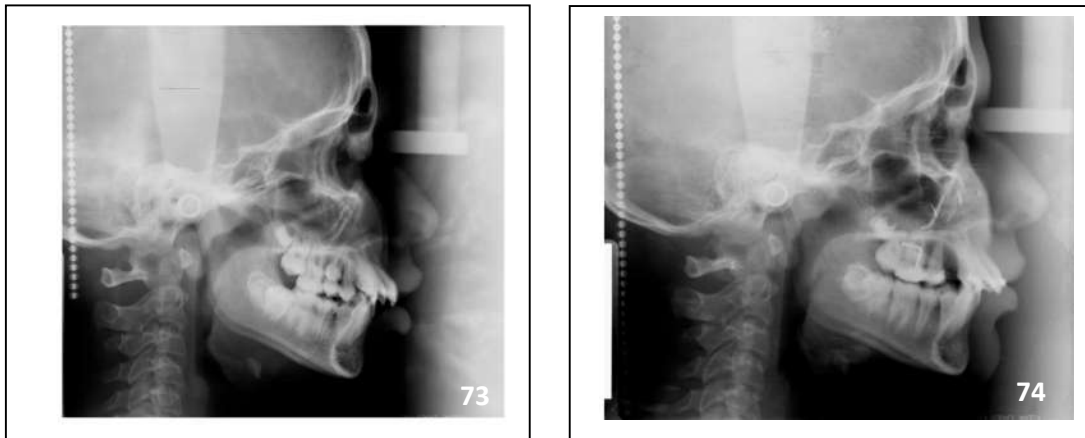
Radiografías lateral de cráneo de inicio (73) y final (74).
